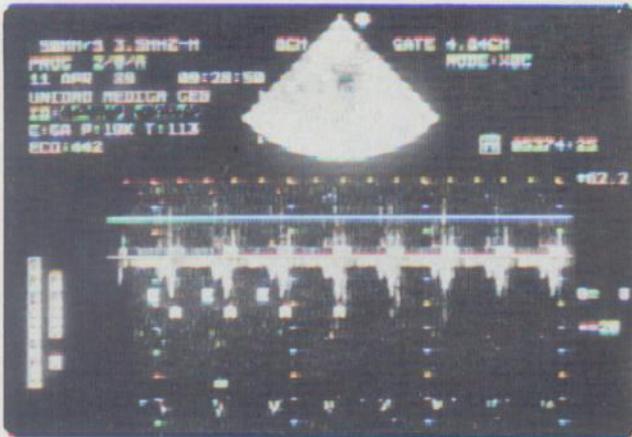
Doppler pulsado de la V. tricúspide. El primer pico E₁ de llenado pasivo se modifica levemente durante los movimientos respiratorios fetales.
